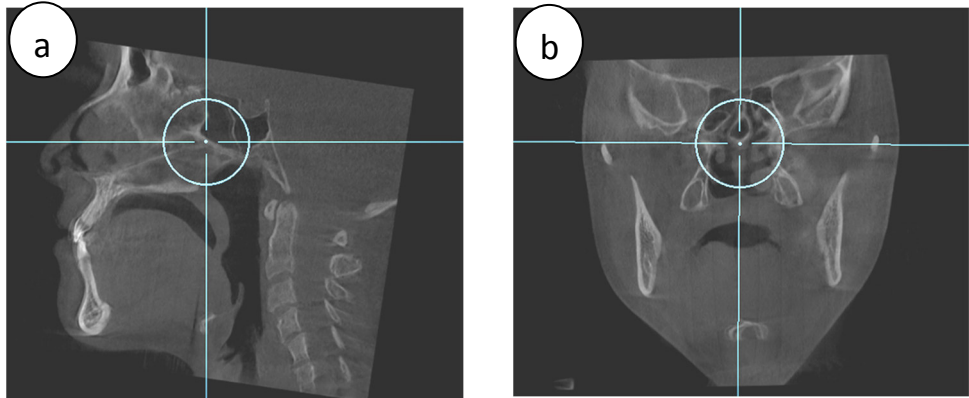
a) Imagen donde se ubica el punto Vs en el plano sagital en la CBCT. b) Ubicación del punto Vs en el plano coronal.
